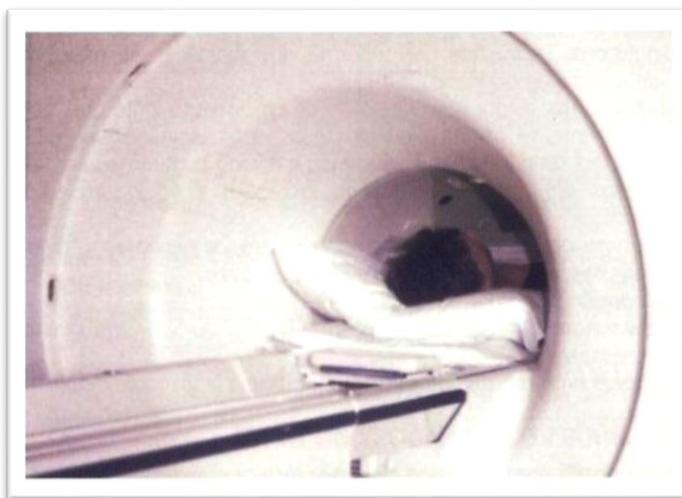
muestra el posicionamiento para una resonancia de abdomen.
